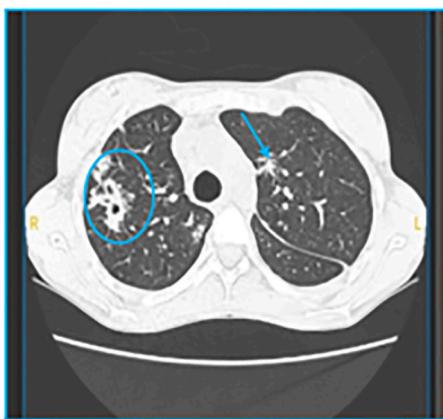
Corte axial de tomografía computarizada de alta resolución (TC) de tórax: consolidaciones del lóbulo superior derecho (círculo) y del lóbulo inferior izquierdo (flecha).
